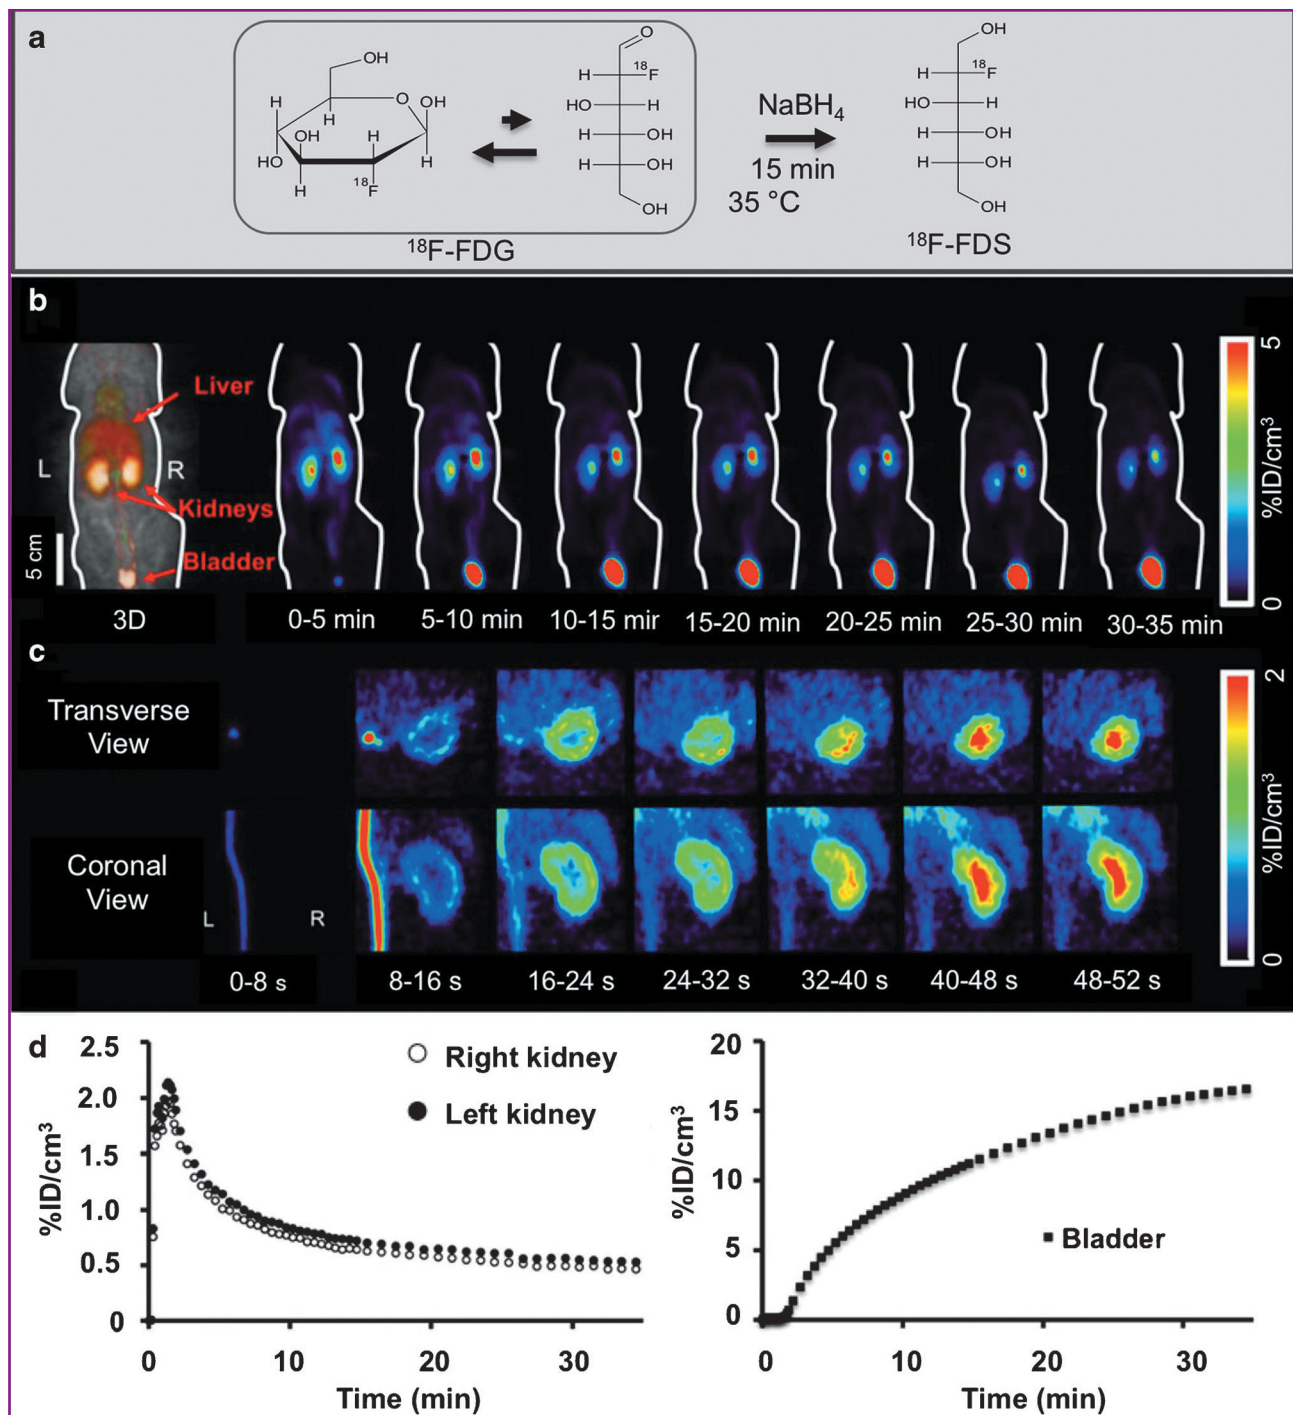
а) [^{18}F] синтез флуородеоксорбітолу (^{18}F FDS). [^{18}F] FDS може бути отриманий шляхом одноетапної редукції з 2-дезоксид-2- ^{18}F -фтор-D-глюкози (^{18}F FDG) [25]; б–д) *in vivo* [^{18}F] FDS ПЕТ-візуалізація здорових щурів; б) динамічні корональні ПЕТ-зображення демонструють високу секрецію радіомаркера виключно через нирки; с) динамічні поперечні та корональні зображення правої нирки виявляють швидке накопичення радіомаркера у нирковій корі; д) приклад кривих часу та активності динамічної ПЕТ-томографії нирок (зліва) та сечового міхура (праворуч) [48]
